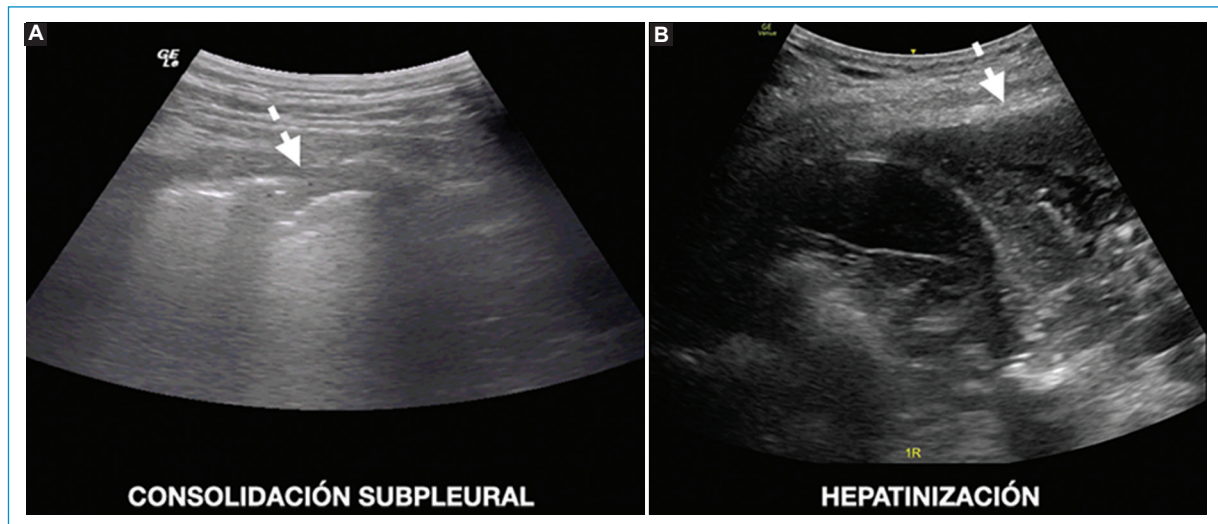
A: ecografía pulmonar realizada con sonda curvilínea en la zona posterobasal, que revela una consolidación subpleural (flecha) sugestiva de infarto pulmonar. B: hepatización sugestiva de neumonía bacteriana (flecha).
